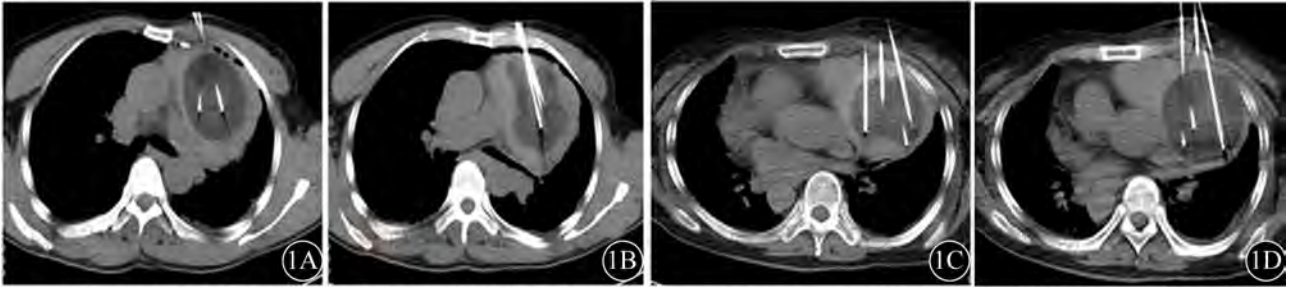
CT示4例患者胸腺瘤冷冻术中。白色箭头所指为冷冻探针(1A、1B、1C和1D的探针数分别为2、3、4和5根), 探针周边低密度区为被冰球覆盖的肿瘤
